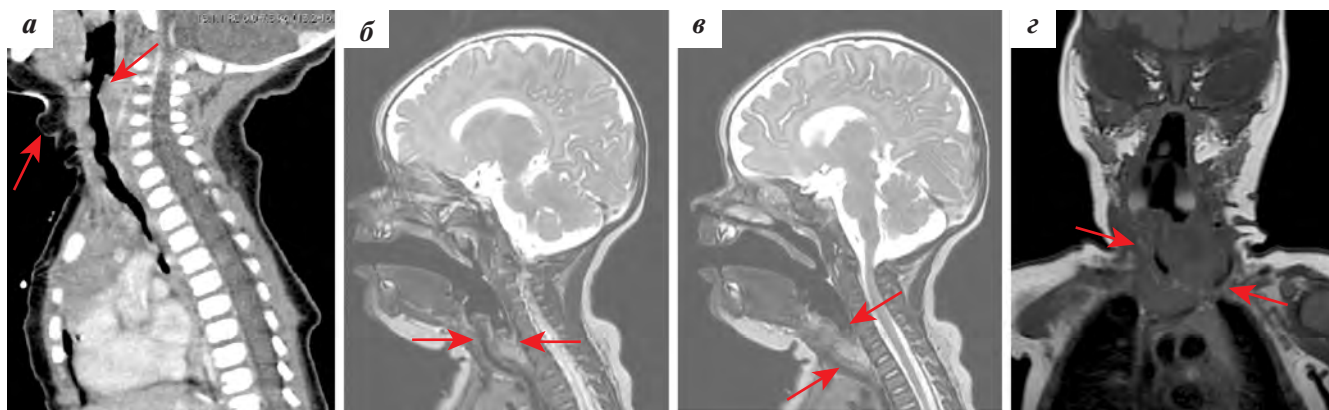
а – КТ области шеи. Стрелками отмечено образование, оттесняющее трахею, избыточная кожная складка (после удаления основного объема опухоли); б, в, г – МРТ области шеи с контрастным усилением
